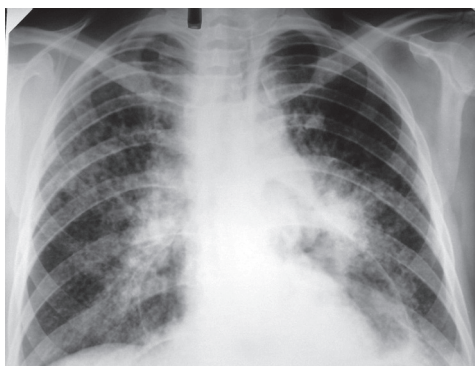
Обзорная рентгенограмма органов грудной клетки больной Р., 29 лет (ВИЧ-инфекция, количество  $CD4^+$ -лимфоцитов — 134 клетки/мкл). Туберкулез внутригрудных лимфатических узлов, осложненный лимфогенно-милиарной диссеминацией и плевритом слева
